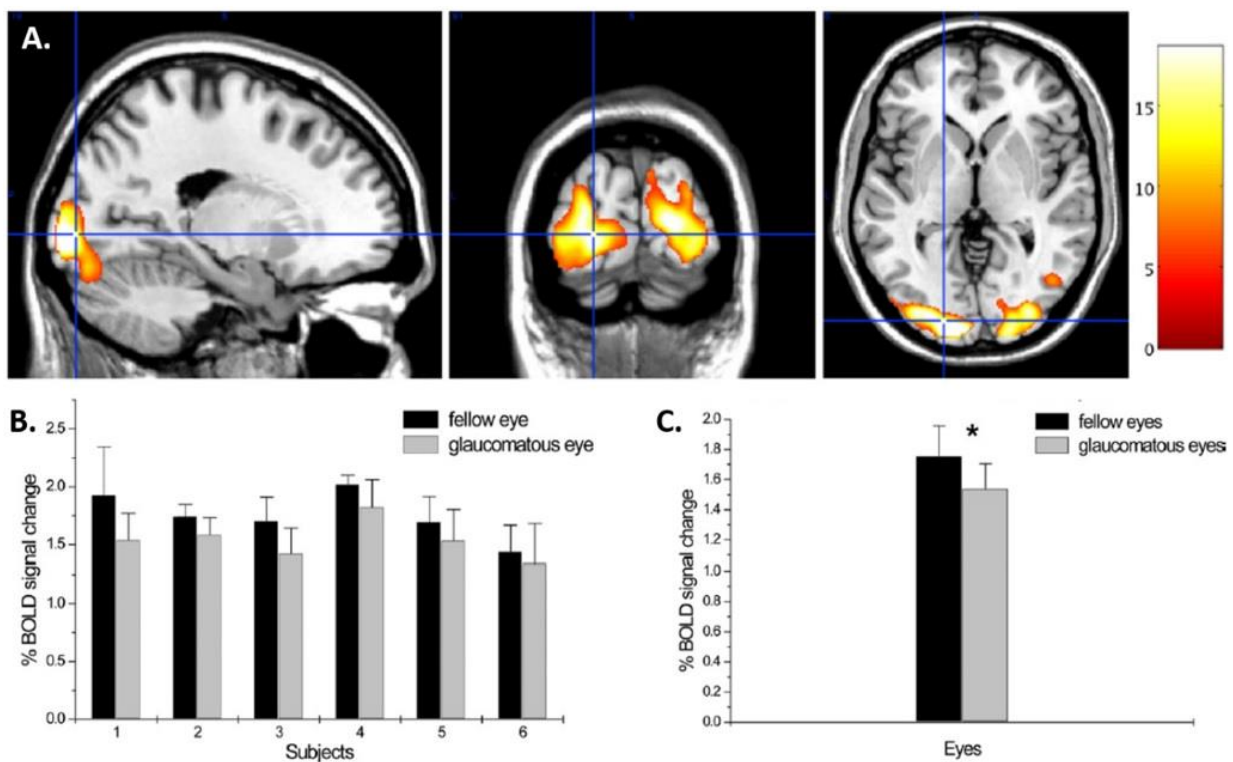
Étude par IRM fonctionnelle chez 6 sujets présentant un GPAO asymétrique. Observation d'une réduction de l'activité du cortex visuel primaire en réponse à des stimuli visuels centraux après stimulation de l'œil glaucomateux. Coupes sagittales, coronales et axiales. L'échelle colorimétrique est proportionnelle à l'activation corticale (A). Enregistrement des réponses sujet par sujet (B) et moyennage (C). En gris figure le signal relevé lors de la stimulation de l'œil présentant les déficits campimétriques les plus profonds, en noir le signal de l'œil le moins atteint. D'après Qing et al. (44).
